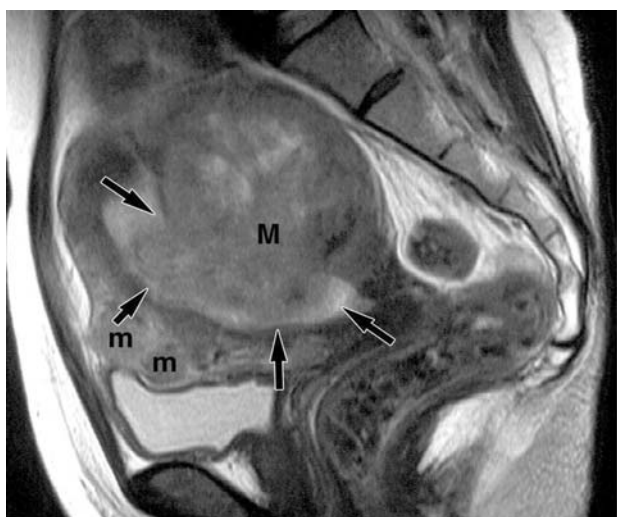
Больная К. 62 лет. МРТ, T1 и T2-ВИ, фронтальные томограммы. Диагноз: лейомиосаркома. М – опухоль, m – маленькие узлы лейомиомы
